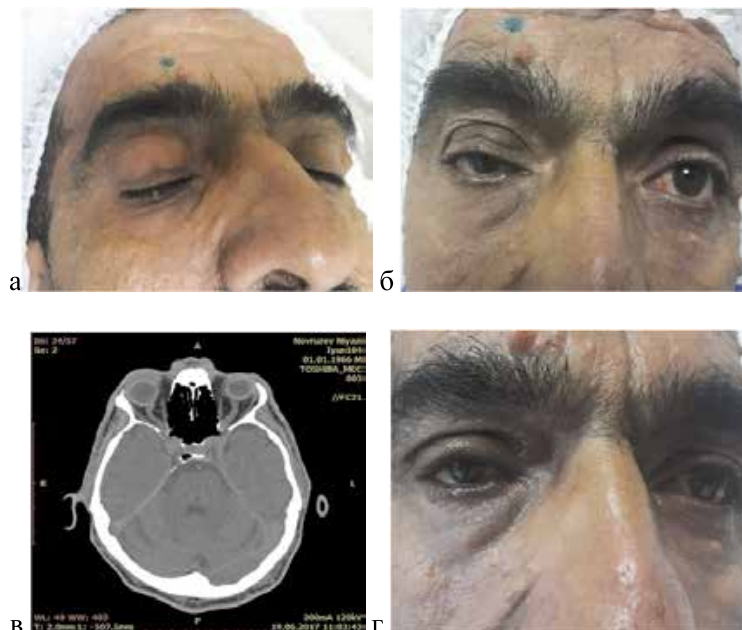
Пациент Н.Н. - нейрофиброматоз верхнего века: а,б) до операции; в) КТ до операции; г) после операции
